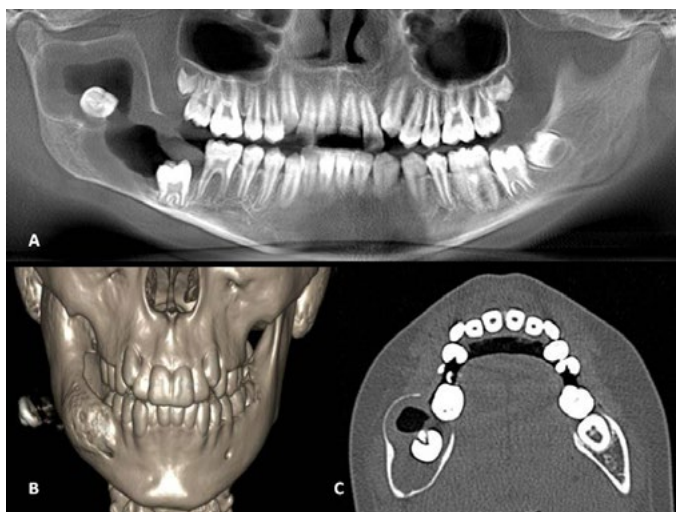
(A) TC panorâmico inicial observando extensa lesão, envolvendo o corpo, ângulo e o ramo mandibular. (B) Reconstrução tridimensional a partir da tomografia computadorizada em vista frontal inicial. (C) Corte axial observando importante expansão das corticais ósseas.
